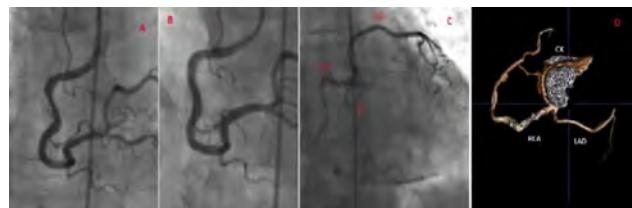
(A) Serious stenosis in RCA proximal section. (B) RCA image after PCI. (C) Observation of coronary ostium separately from right aortic sinus during non-selective aortography. (D) Outflow and course of coronary arteries in CT angiography.
